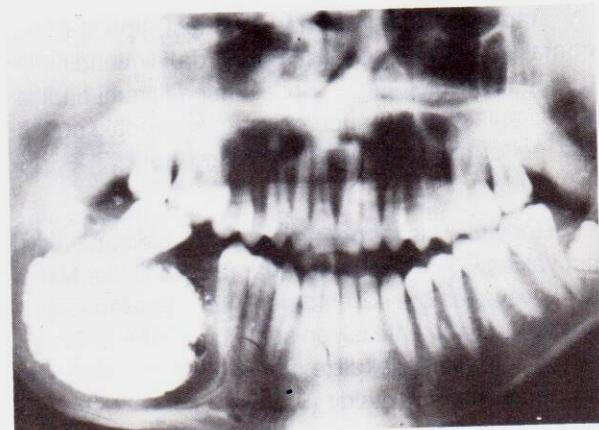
Ortopantomografe hastanın sağ alt çenesindeki geniş radyolüsens görüntü.
